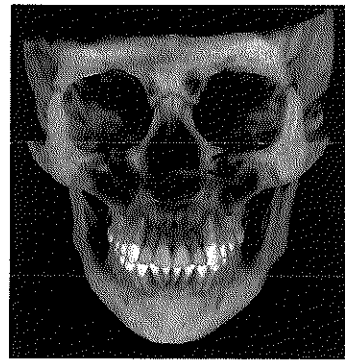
Tomografía final, longitud final de las raíces de dientes anteriores.
